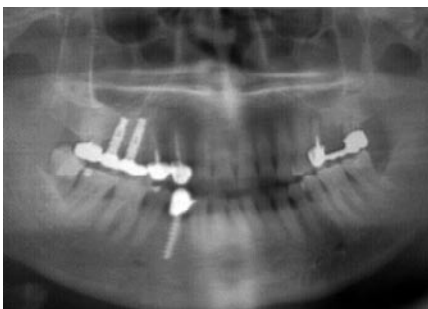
Диагностическая ортопантомограмма клинической ситуации
